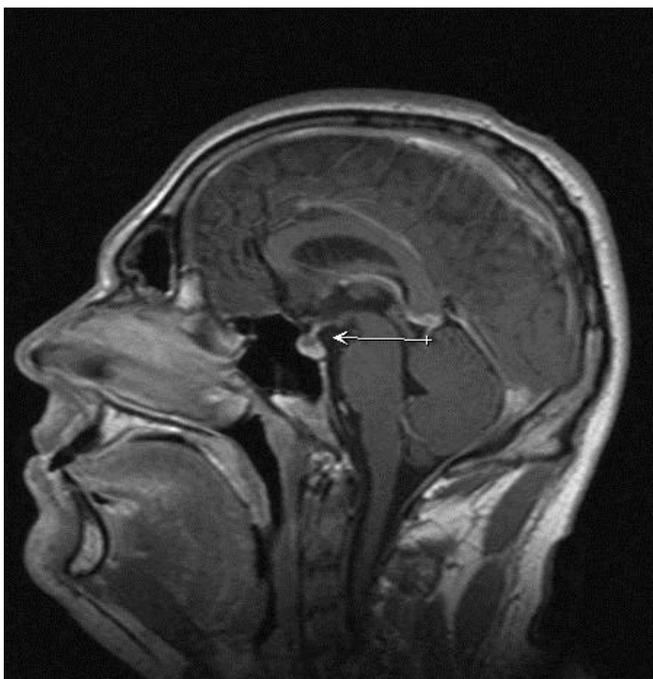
МРТ, микроаденома гипофиза.
